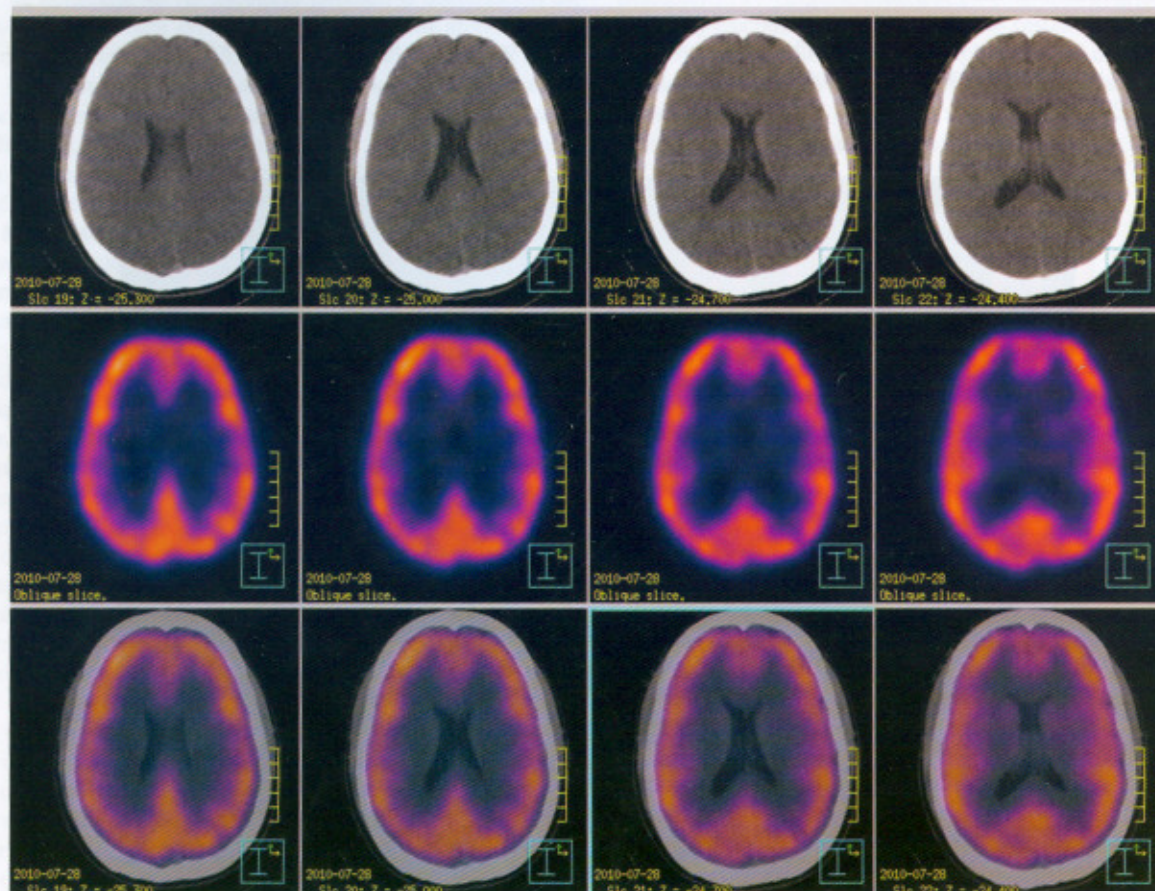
Imagen por SPECT-CT a nivel del 2do giro prefrontal que muestra importante disminución de la perfusión a nivel parieto-temporal bilateral
